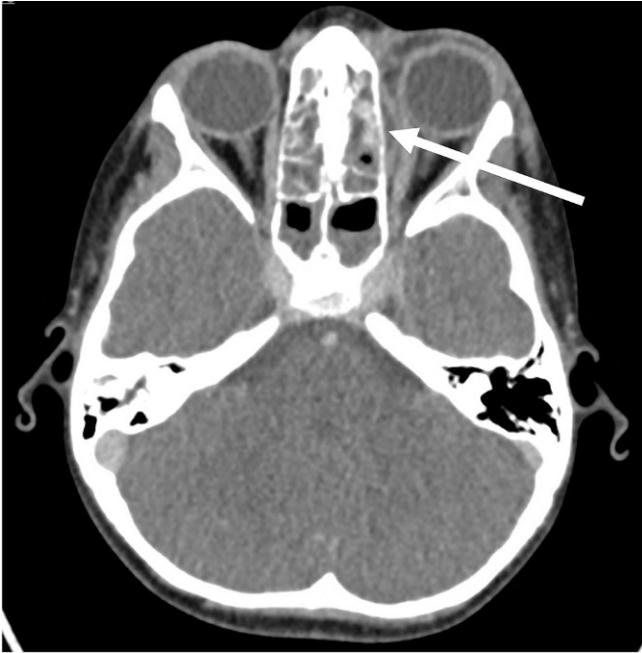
◀ Computertomographie axial mit Kontrastmittel bei einem 6-jährigen Jungen mit akuter Sinusitis und Subperiostabszess links. Als Therapie erfolgte eine intravenöse Antibiose sowie eine endonasale Nasennebenhöhlenoperation beidseits mit Abszessentlastung im Bereich der Orbita links. *Weißer Pfeil* Subperiostabszess links
